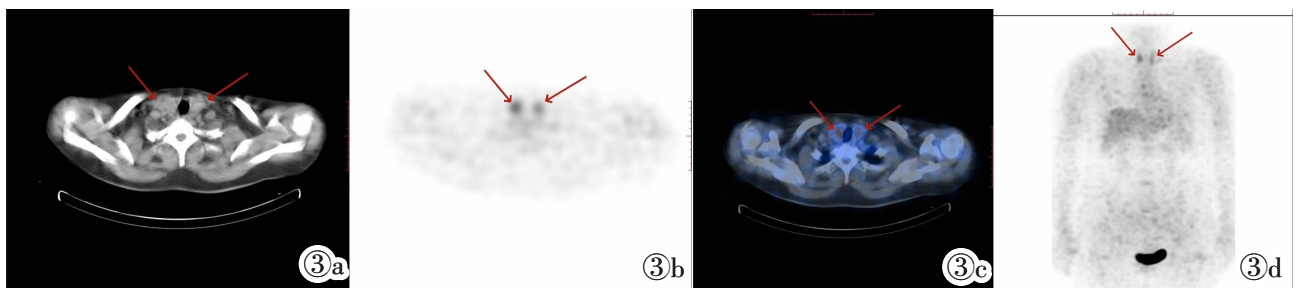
HT ¹⁸F-FDG 代谢显像表现。女,56 岁。双侧甲状腺弥漫显影(红色箭头),目测法左侧显影程度等于肝脏(2 级),右侧显影程度高于肝脏(3 级)。图 3a~3d 依次为 CT 图、SPECT 图、SPECT/CT 融合图、MIP 图。
